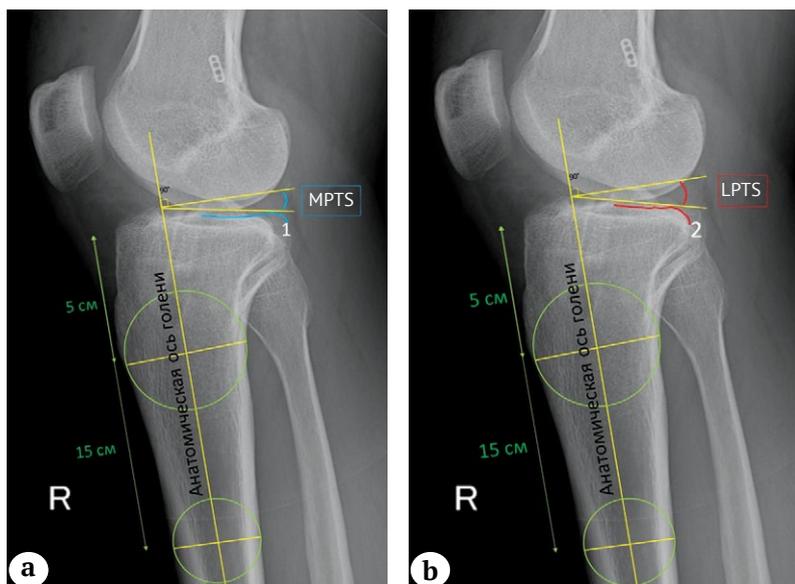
Определение медиального и латерального заднего наклона большеберцовой кости на рентгенограммах коленного сустава в боковой проекции: а – поверхность медиального мыщелка большеберцовой кости (синяя линия); б – поверхность латерального мыщелка большеберцовой кости (красная линия)
